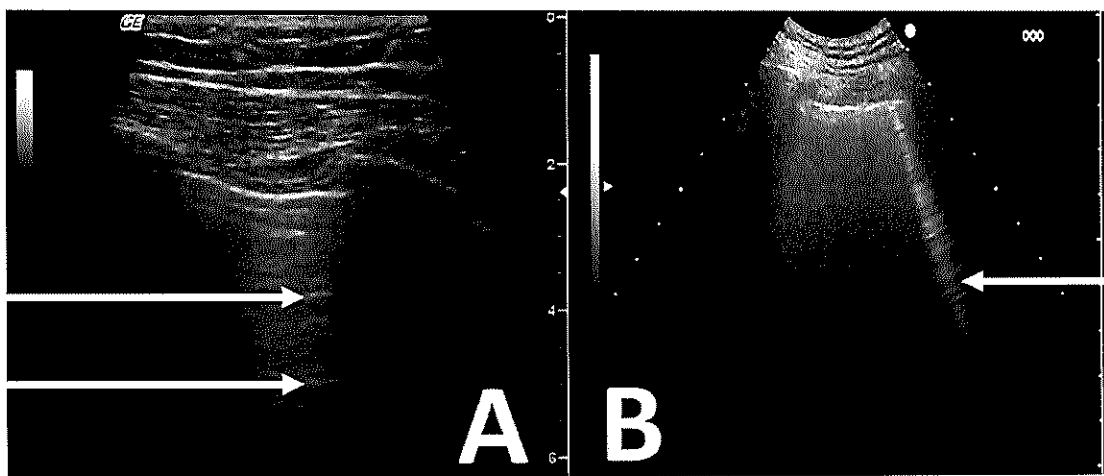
Artéfacts en échographie du poumon normal
